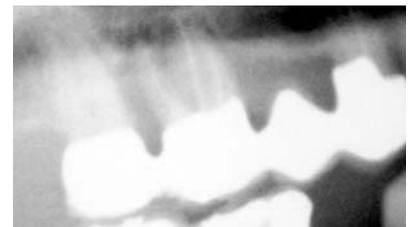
Parodontitis periapicalis chronica 16.
